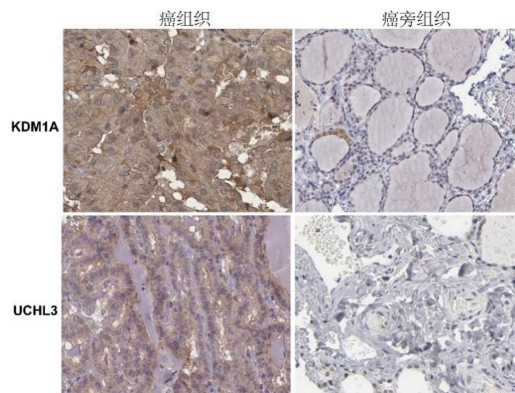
TC 癌和癌旁组织中 KDM1A, UCHL3 表达 (免疫组化, 200 \times)
